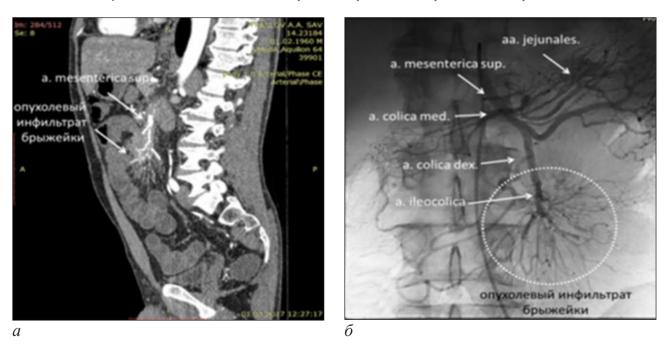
Результаты инструментальных методов диагностики у больного П., 57 лет: а – компьютерная томограмма диффузно-инфильтративного варианта опухолевого конгломерата брыжейки тонкой кишки с вовлечением ствола верхней брыжеечной артерии (ВБА) (сомнительная резектабельность); б – ангиограмма, вовлечение в опухолевый конгломерат дистального отдела ствола ВБА и а. ileocolica (опухоль резектабельна)
